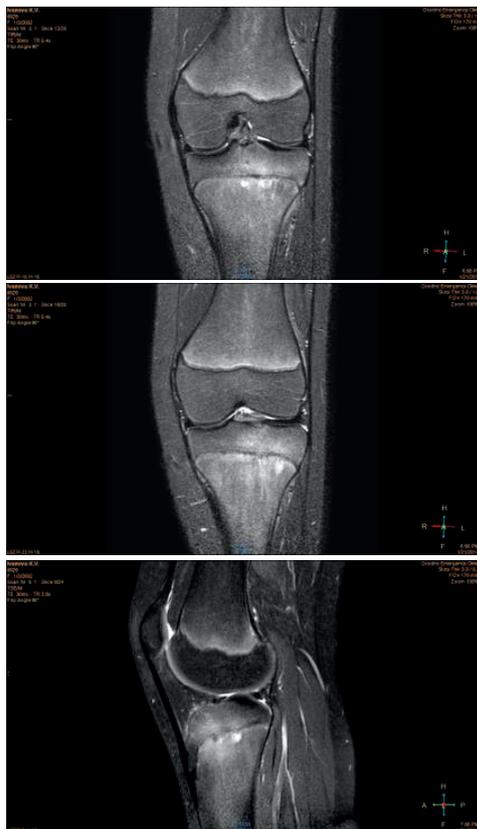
МРТ-исследование левого коленного сустава после 1 курса лечения
